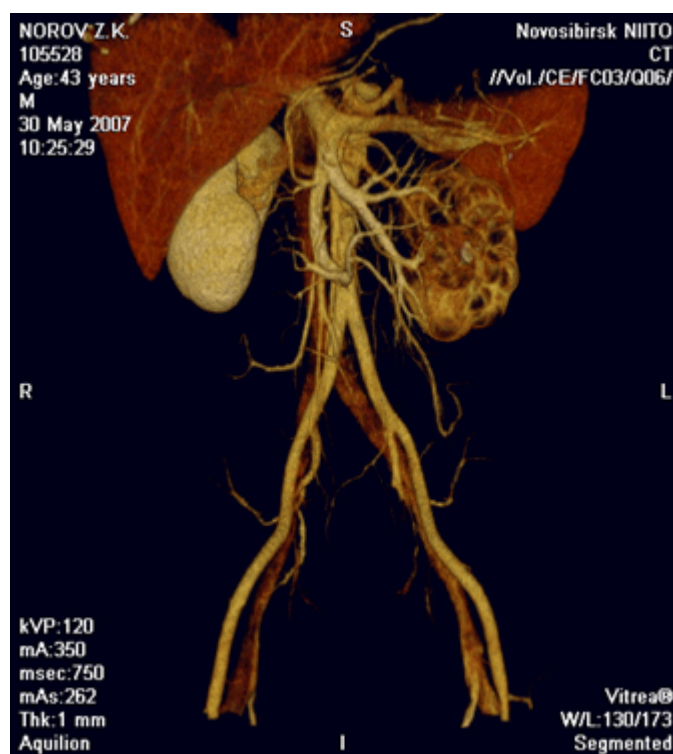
МСКТ — полиартернозный туберкулез почки
